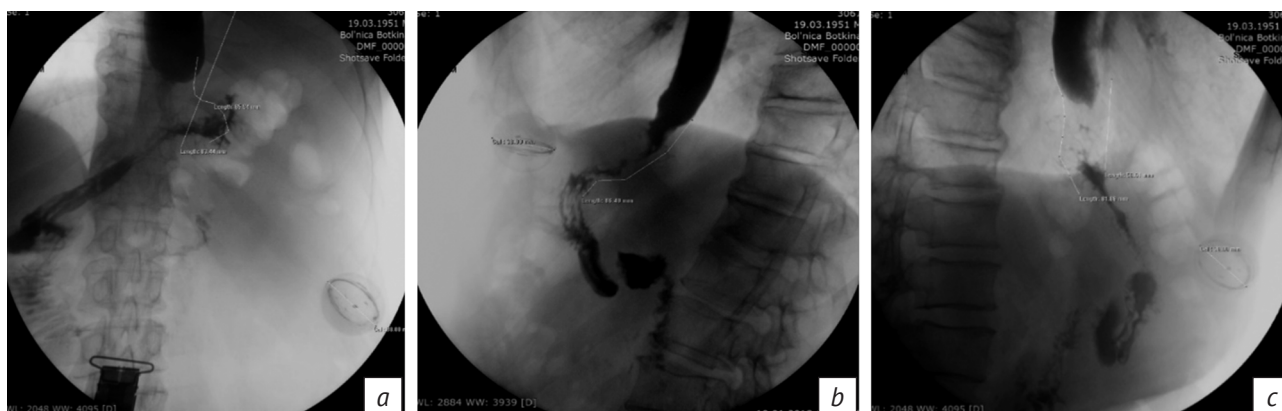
Рентгенологические изображения зоны стеноза с выполненными замерами зоны стентирования: *a* – в положении на спине; *b* – в положении на правом боку; *c* – в положении на левом боку
